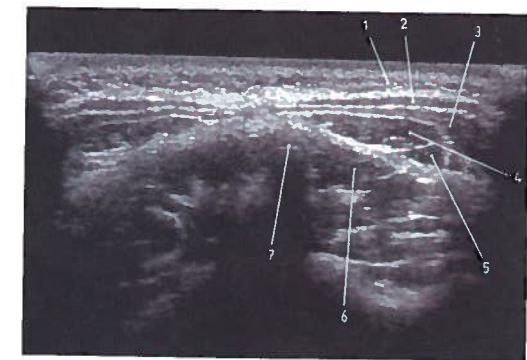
Estudo axial dos músculos da nuca em ecografia
